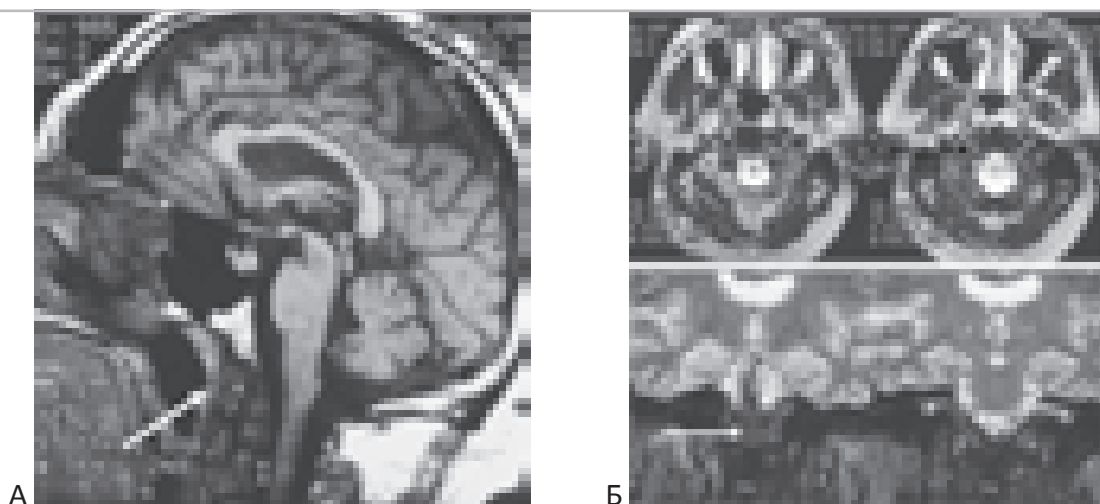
Контрольные МРТ через 1 год после операции – трансорального удаления хордомы основания черепа. “А” – МРТ (T1-взвешенное) в сагиттальной проекции. “Б” – МРТ (T2-взвешенное) во фронтальной и аксиальной проекции. Тотальное удаление опухоли. Послеоперационная область обозначена стрелками.
